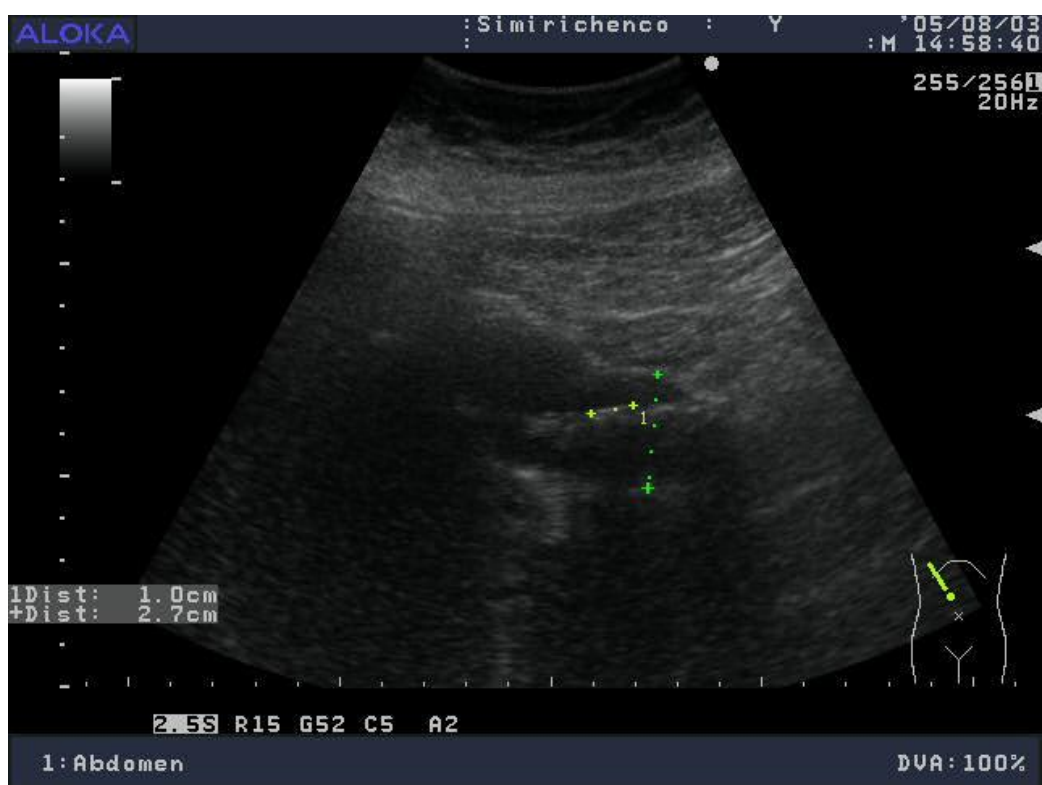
(ТАУЗИ). Холедохолитиаз. Крупный конкремент в 3 холедоха
